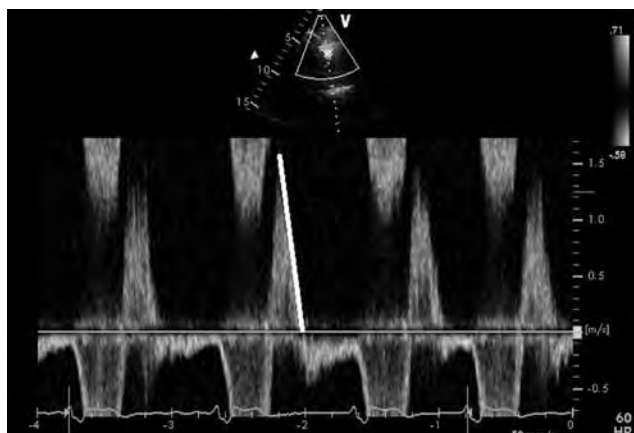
Immagine Doppler di IP severa; da notare il rapido declino dell'onda diastolica dell'IP.
